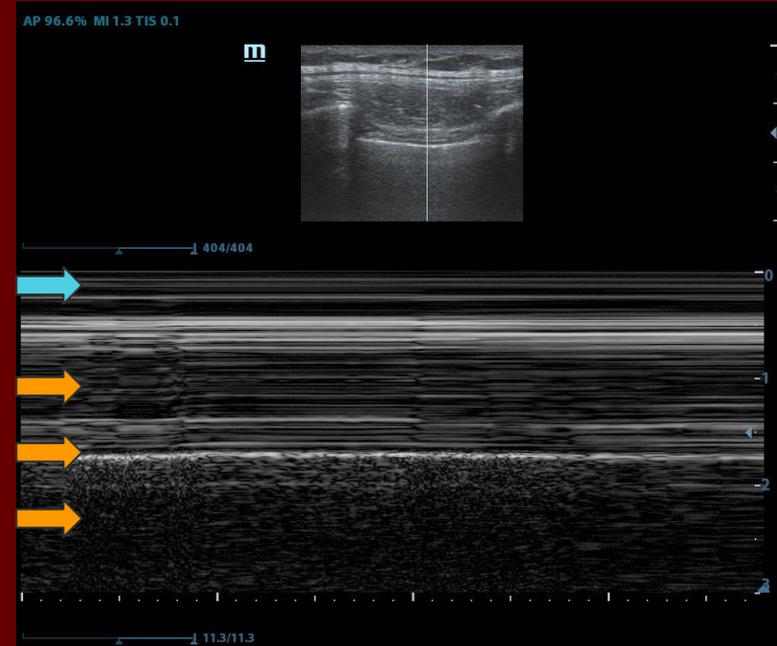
Ecografía pulmonar normal en modo M. El tejido de la pared torácica permanece quieto (flecha azul). Movimiento pulmonar (flechas naranjas). Patrón granular o “arenoso”. Signo de la playa.
